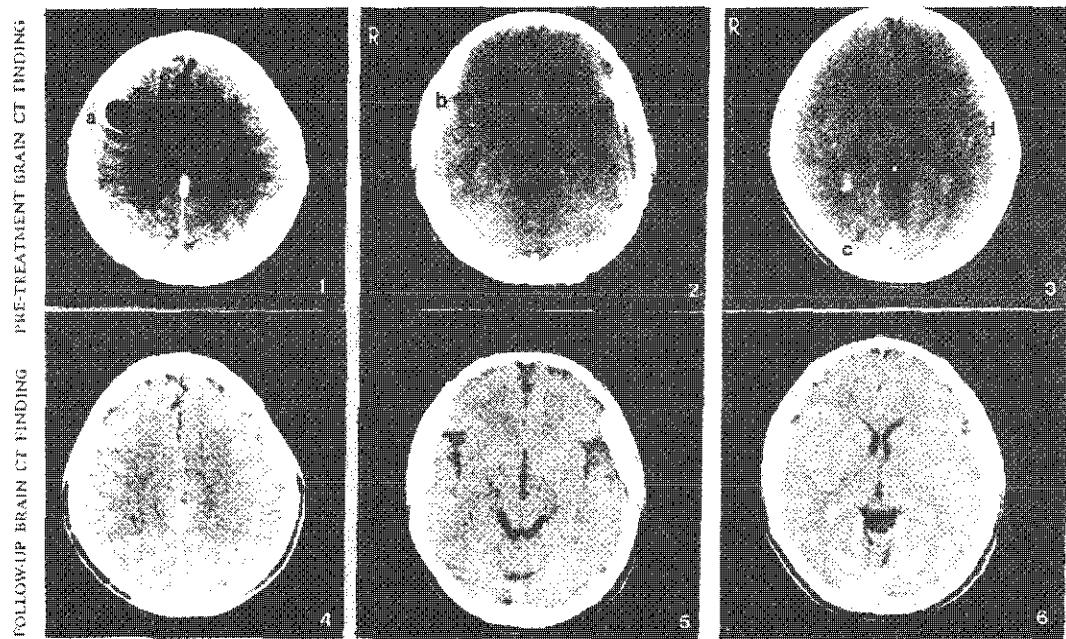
Case I. Male, 29. Contrasted computed tomographic scan before and after treatment with albendazole.
